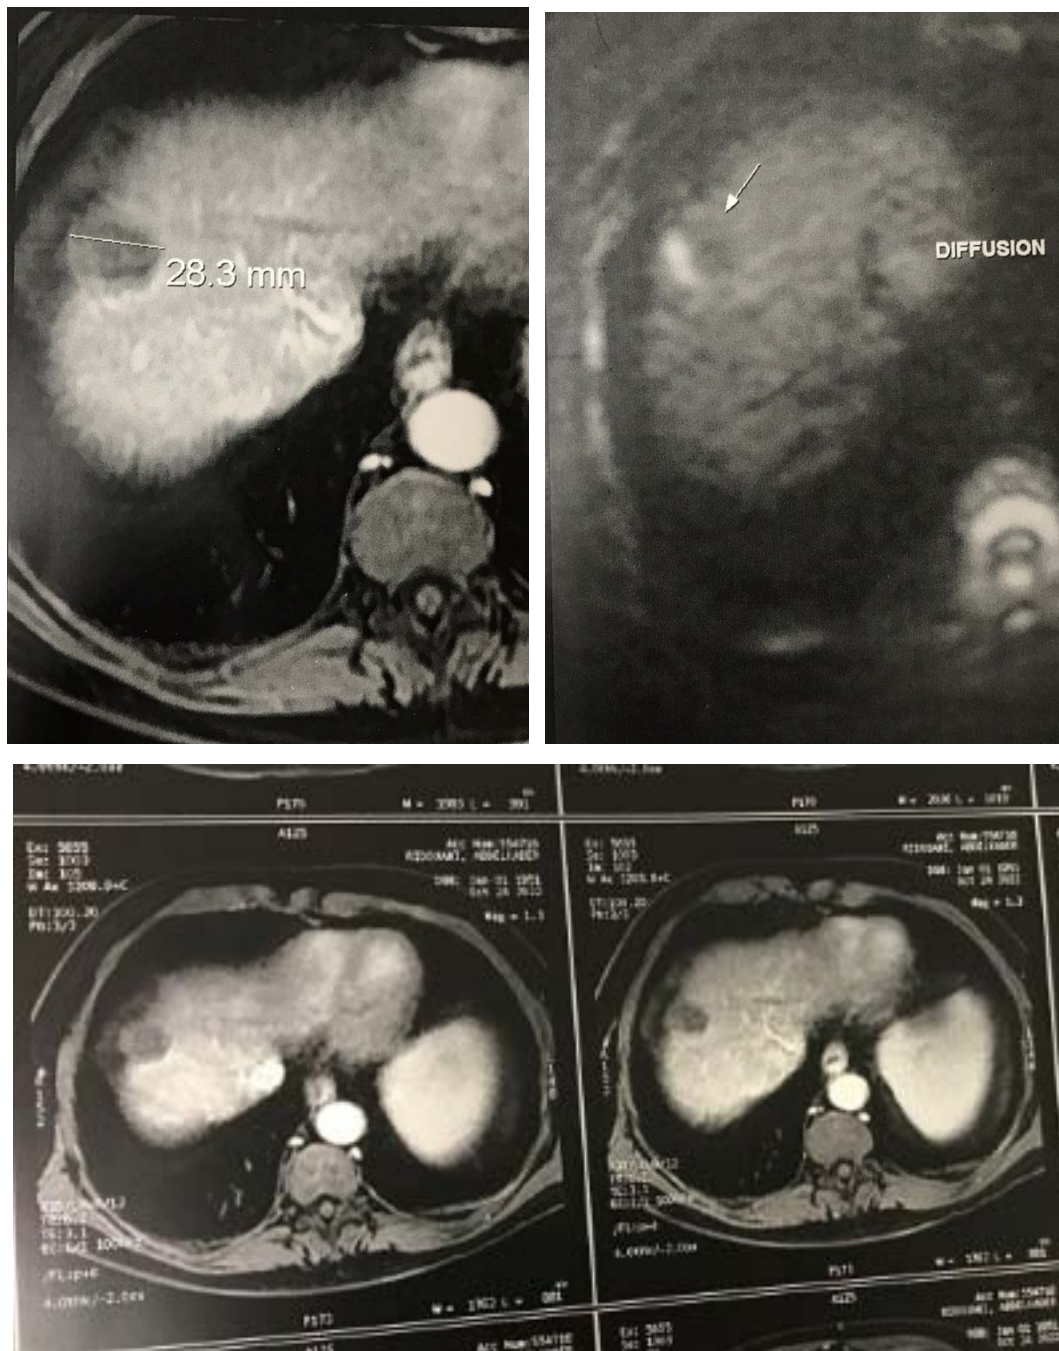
IRM hépatique de contrôle (1 an après la première séance de traitement combiné) montrant une récurrence au niveau de la partie supéro-latérale de la zone d'ablation du nodule sous capsulaire du segment VIII, visible sous forme d'un hyper signal sur la séquence de Diffusion, et prenant le contraste discrètement sur la séquence T1 après injection de Gadolinium
